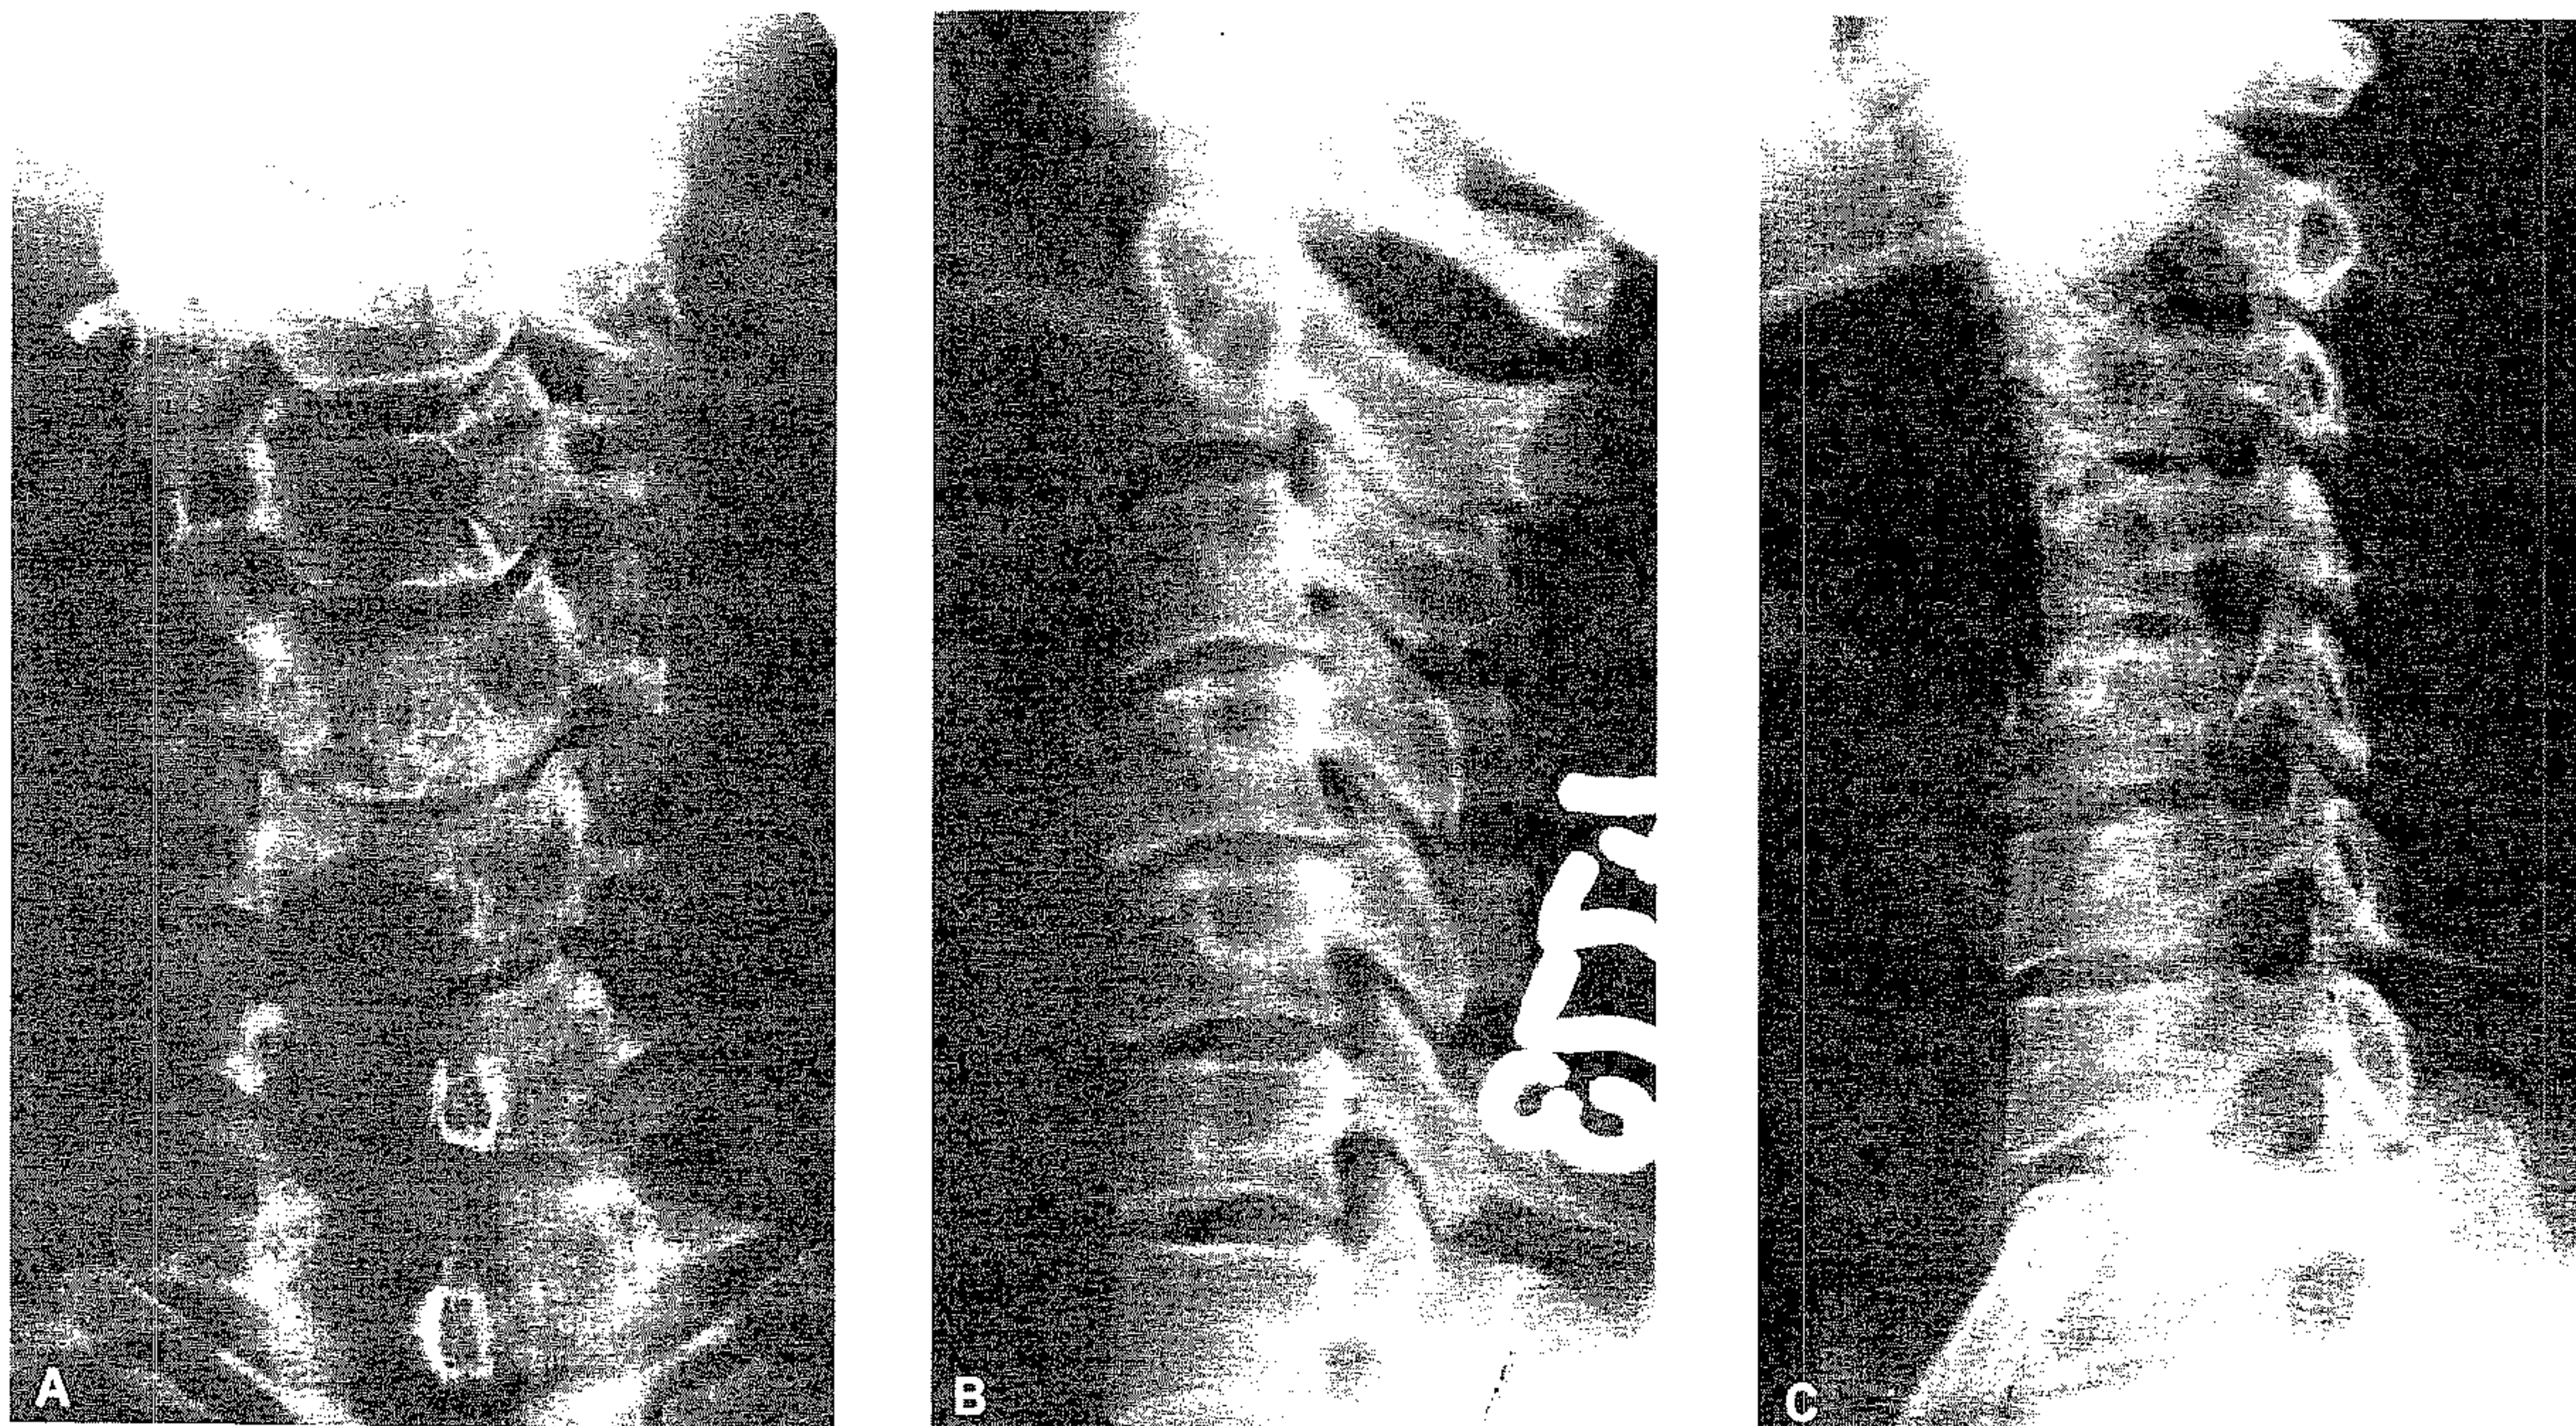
Radiografii simple (față, profil și trei sferturi) la un pacient cu hernie de disc cervicală. Așa cum era de așteptat, lipsesc modificări radiologice semnificative.
